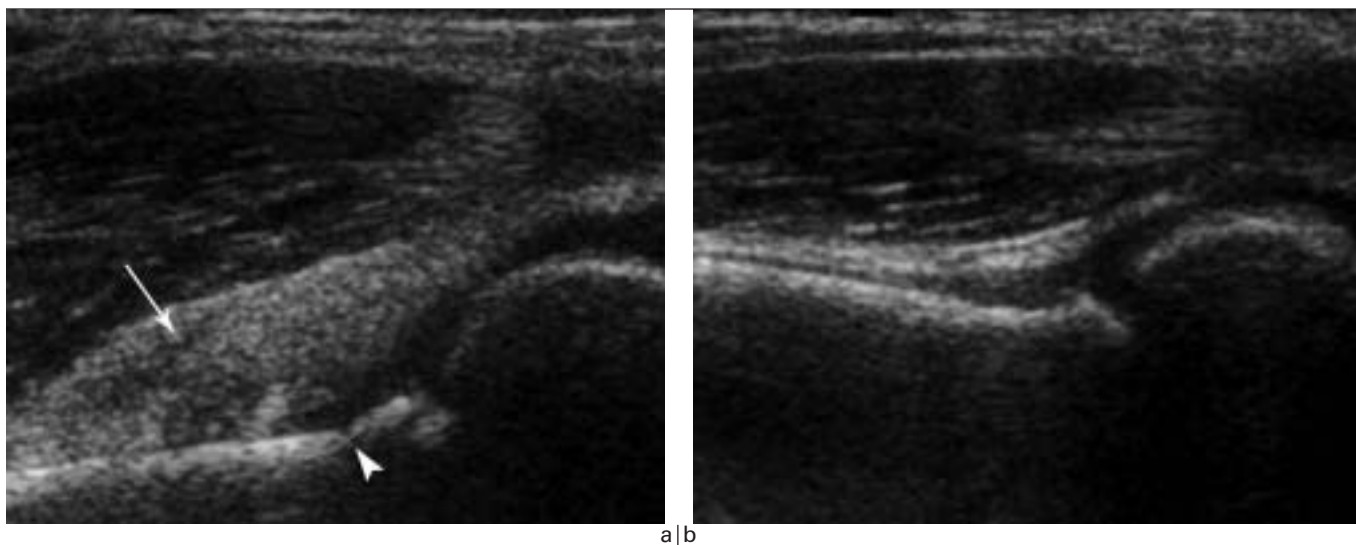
Refoulement graisseux. Échographie comparative centrée sur l'extrémité humérale distale (coupe sagittale antérieure).
